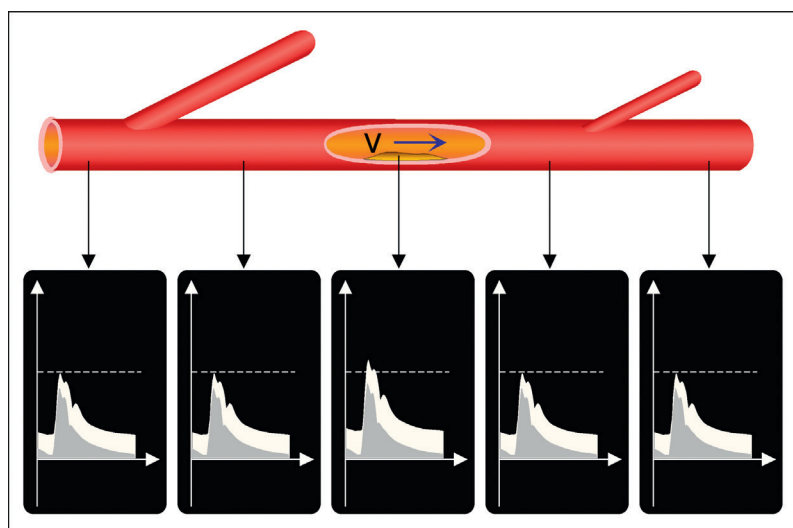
Lorsqu'une plaque réduit de moins de 30 % la lumière artérielle, l'accélération circulatoire locale est minime, et aucune altération du tracé Doppler n'est décelable en amont ou en aval.
